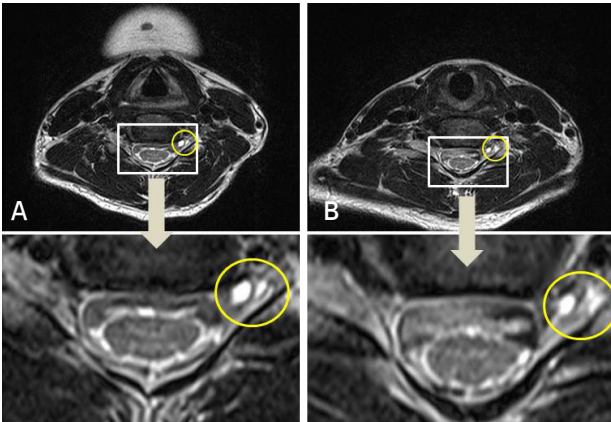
Axial, T2 weighted sequence, magnetic resonance imaging at the C5-C6 (A), C6-C7 (B) level, showing a perineural cyst on the left near the dorsal ganglion (in circles).
